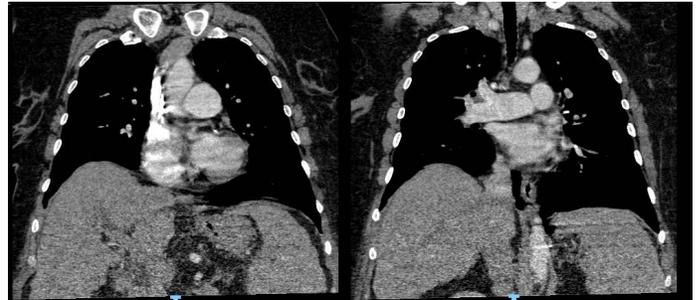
evidencia de estudio de tomografía de torax contrastada posterior al uso de heparina de bajo peso molecular donde no se evidencia trombo a nivel de vasos pulmonares con arteria pulmonar principal conservada de calibre normal de 31mm, sin otros hallazgos.
